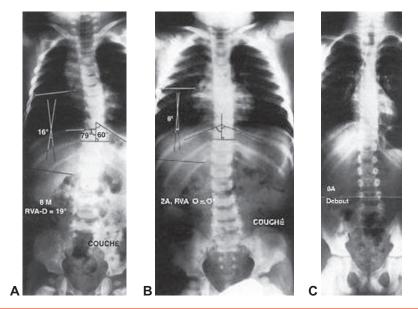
Scoliose infantile résolutive: A. Découverte, à l'âge de 8 mois, d'une scoliose thoracique gauche de 16°. La différence d'angle costovertébral (RVA-D) est de 19°. B. À 2 ans, l'angulation n'est plus que de 6° et la RVA-D est nulle. C. Radiographie à 8 ans. La correction spontanée se maintient.
